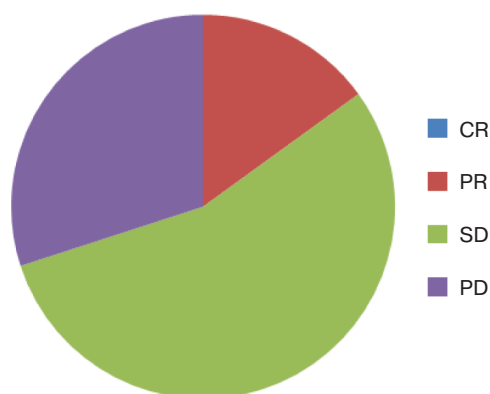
Эффективность монотерапии трабектедином 1,5 мг/м² в виде 24-часовой инфузии:
